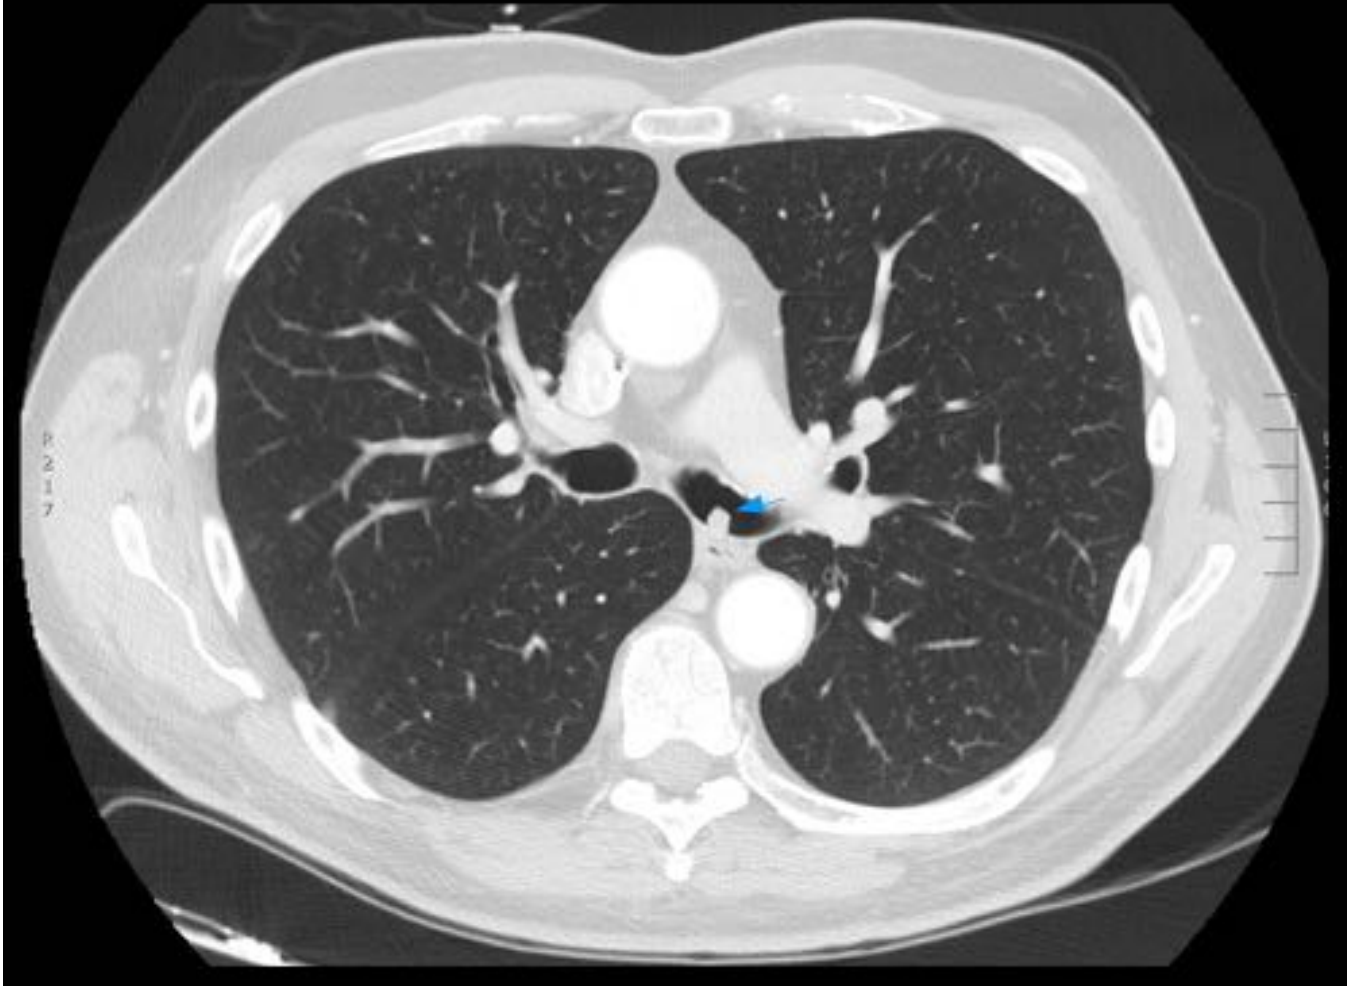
Metástasis Endobronquial. Varón de 63 años de edad con metástasis endobronquial de adenocarcinoma de recto. Corte axial de TC, ventana de parénquima pulmonar. Nódulo de bordes bien definidos dependiente de pared de bronquio principal izquierdo (flecha azul).
